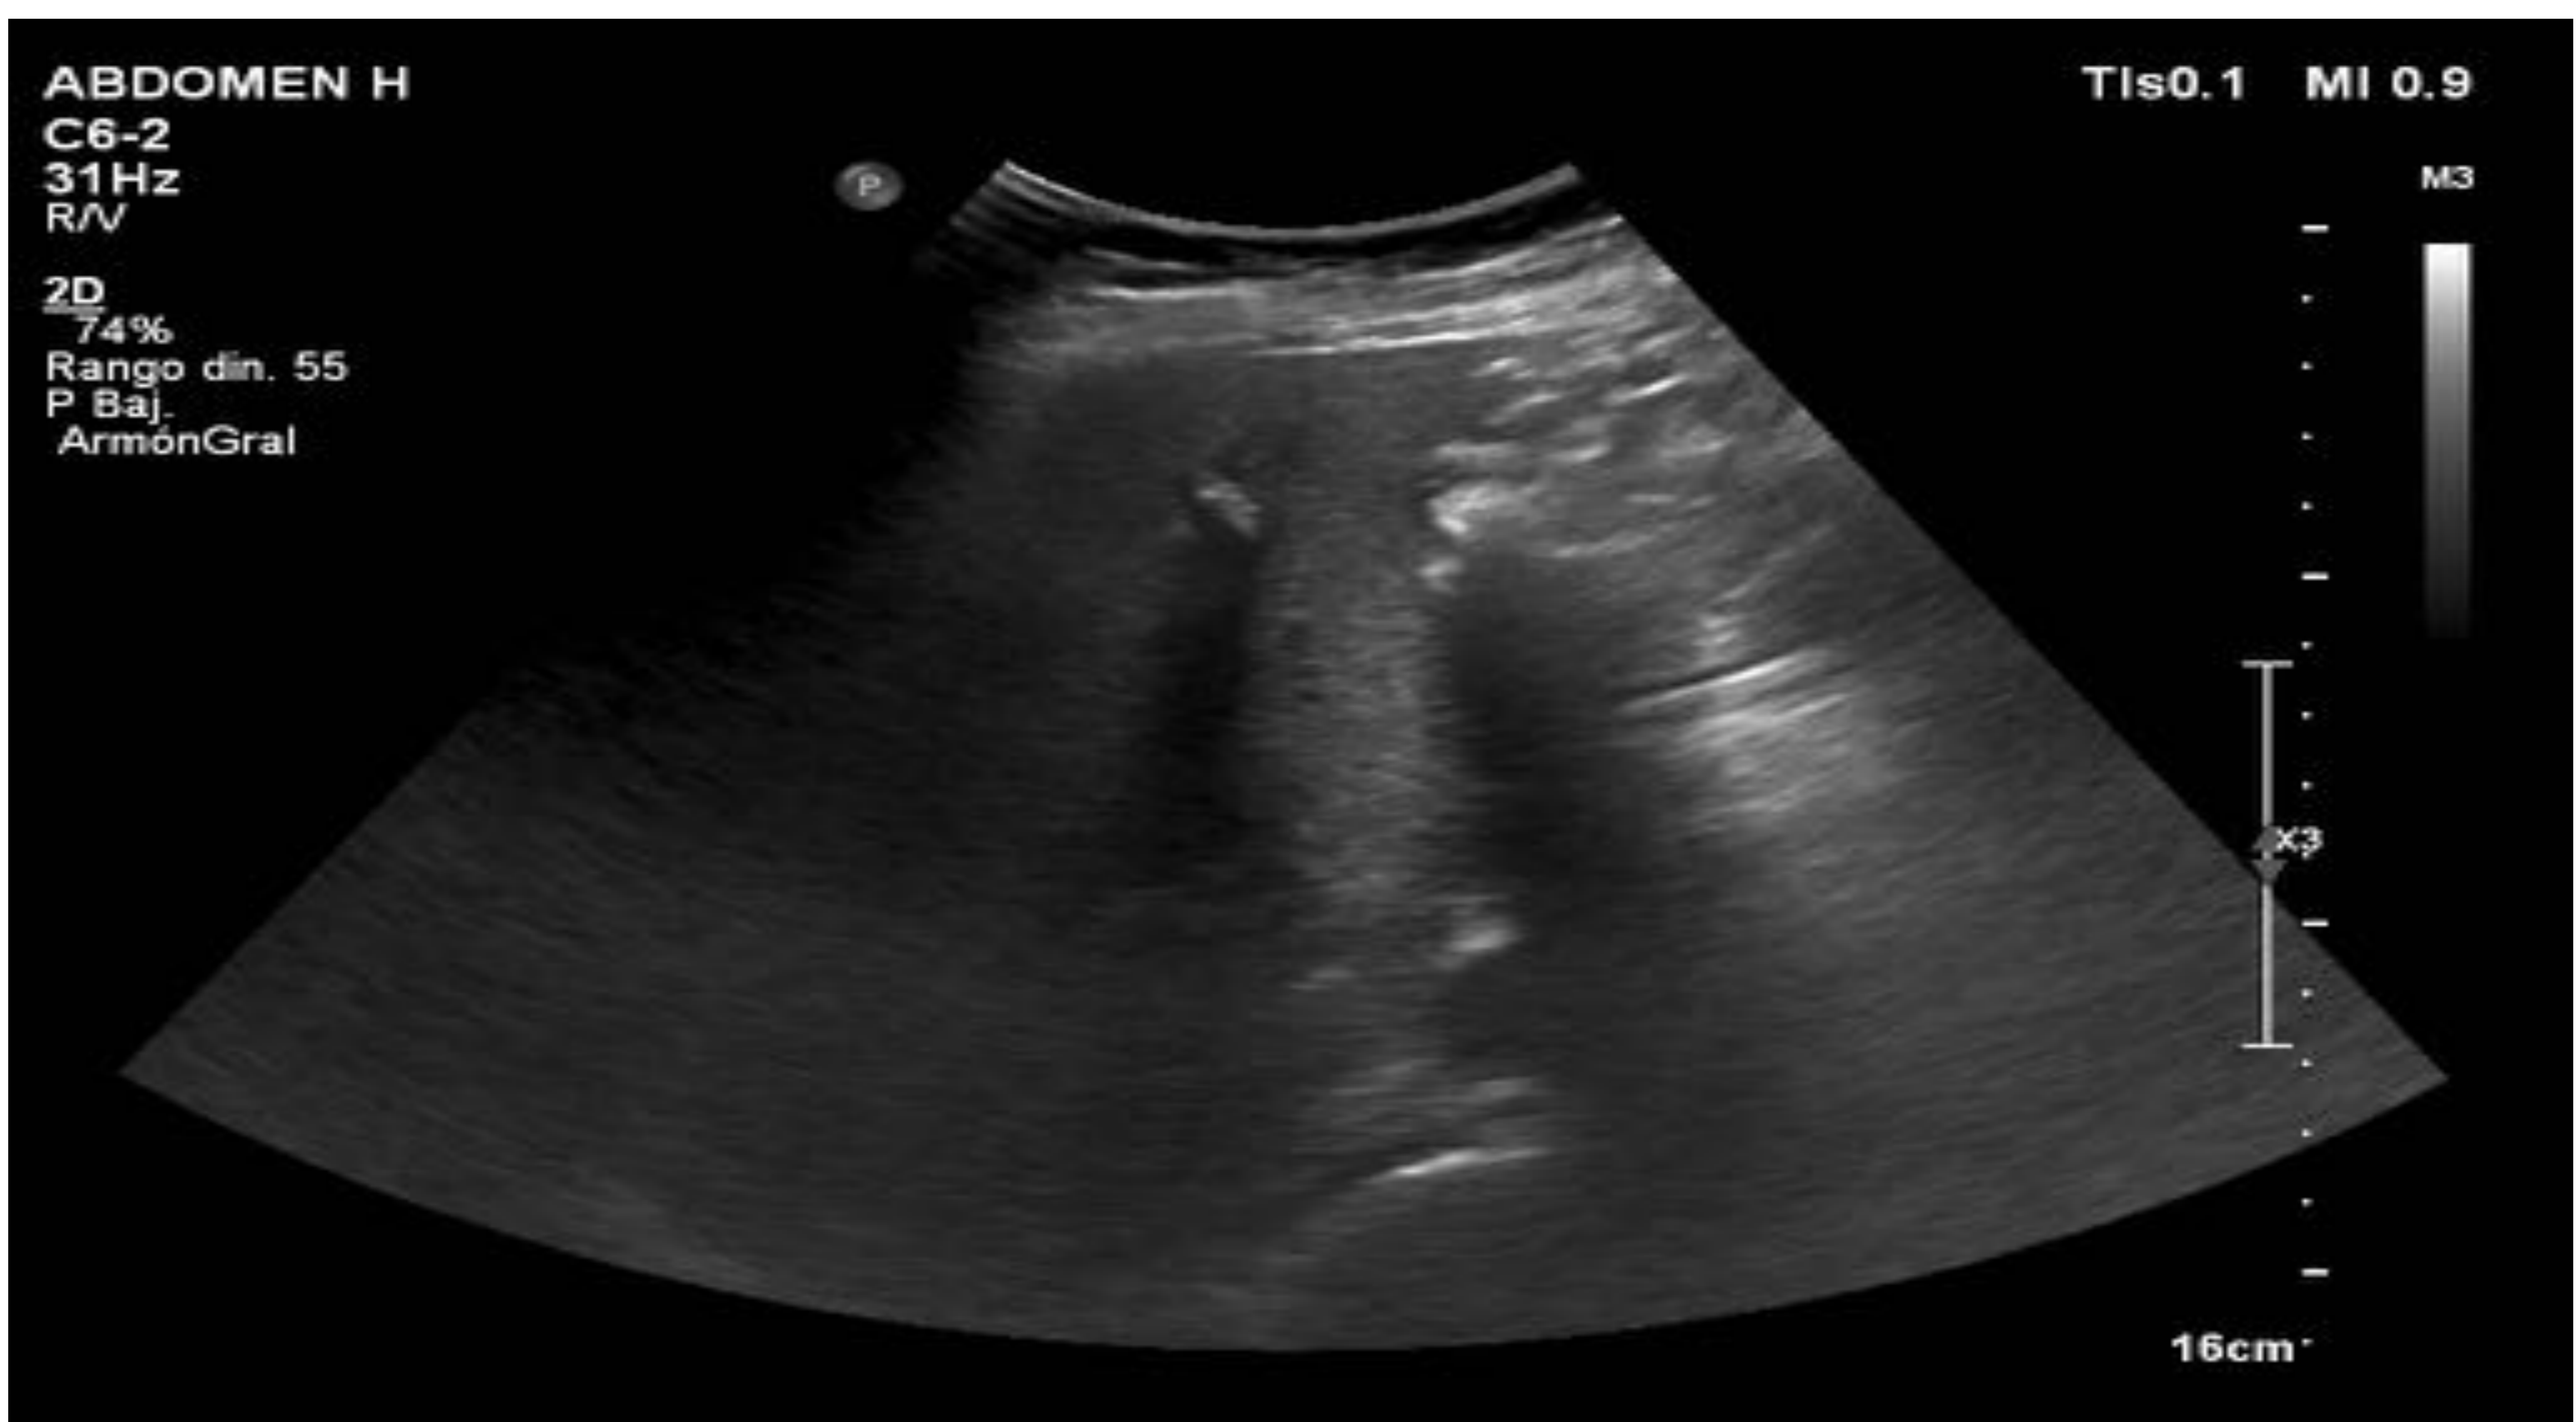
y 5. Imágenes de una ecografía abdominal de una paciente autóctona con CPR en las que se observa la presencia de litiasis intrahepáticas.
